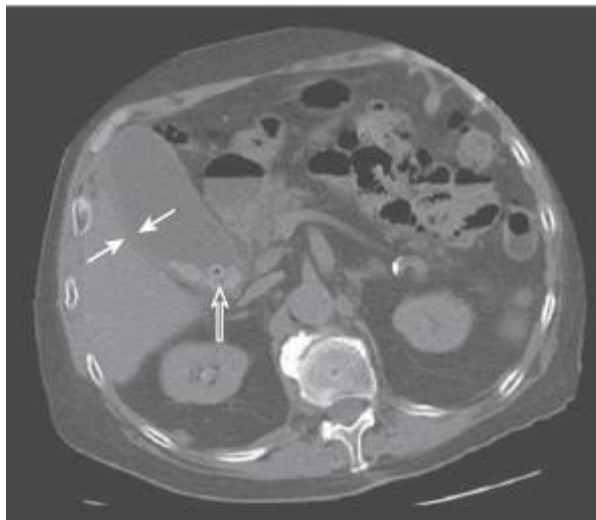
TDM abdominale d'un patient avec cholécystite aiguë lithiasique[57]
